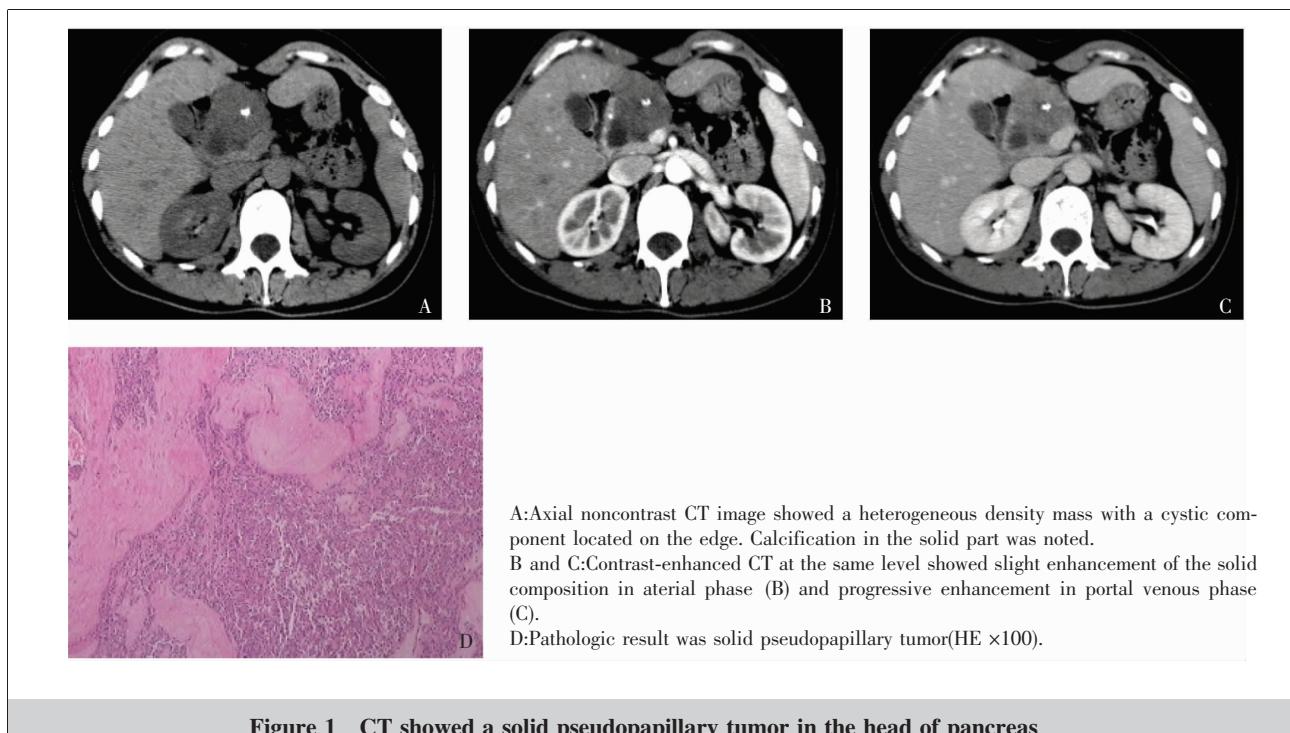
CT showed a solid pseudopapillary tumor in the head of pancreas
